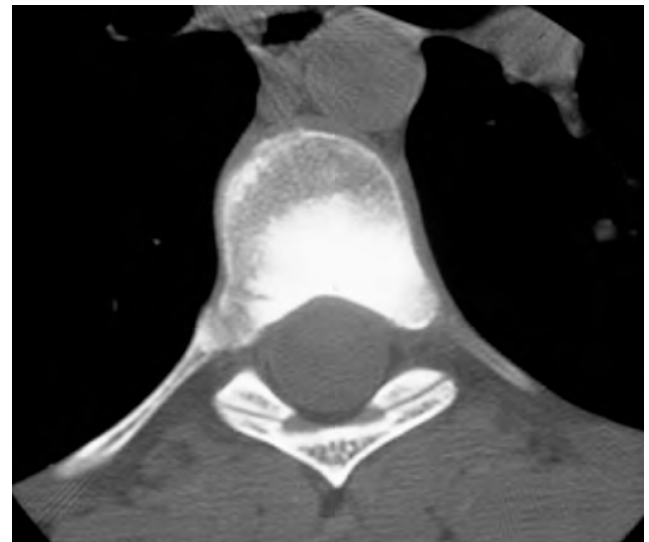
Osteosarcoma of the Vertebral Body. Computed tomography shows a geographic, ill-defined, and non-expansile osteoblastic lesion in the posterior aspect of a thoracic vertebral body.
